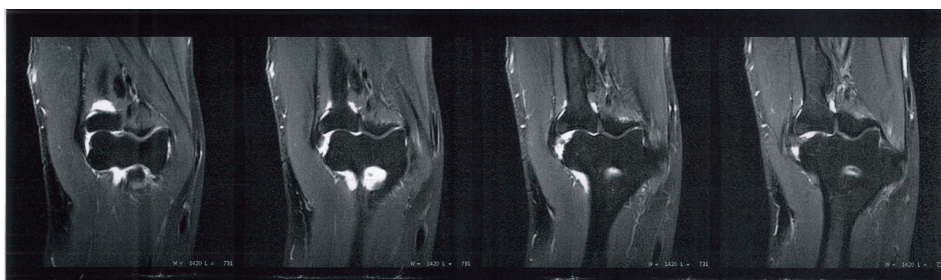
Ressonância magnética, plano coronal T2, com tendinopatia dos extensores e ruptura parcial insercional.
